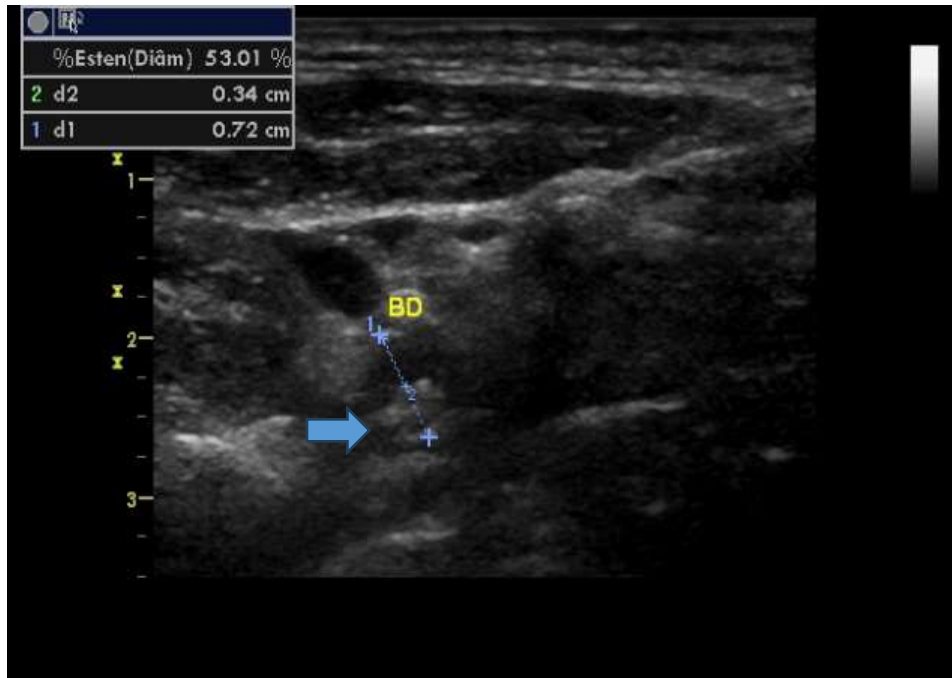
Ecodoppler da artéria carótida direita com placa de ateroma em bulbo (vide seta).
